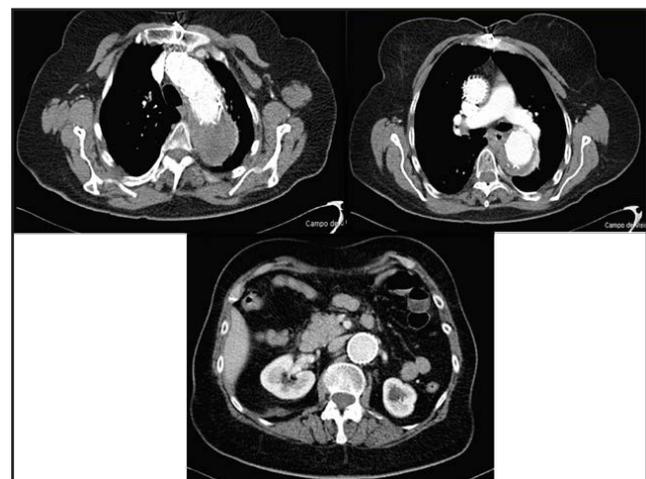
TAC de control a los 6 meses.
